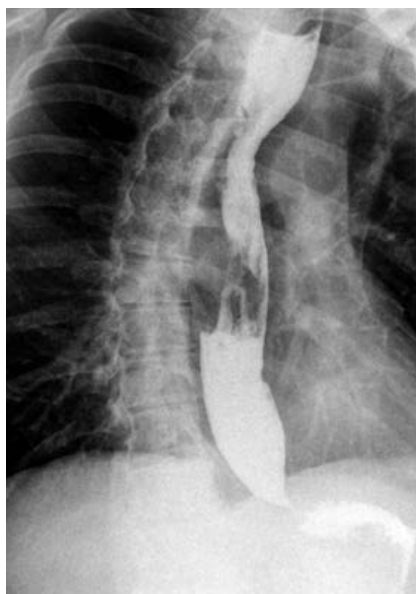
Рентгенограмма пищевода пациента И. Ахалазия кардии II стадии.
